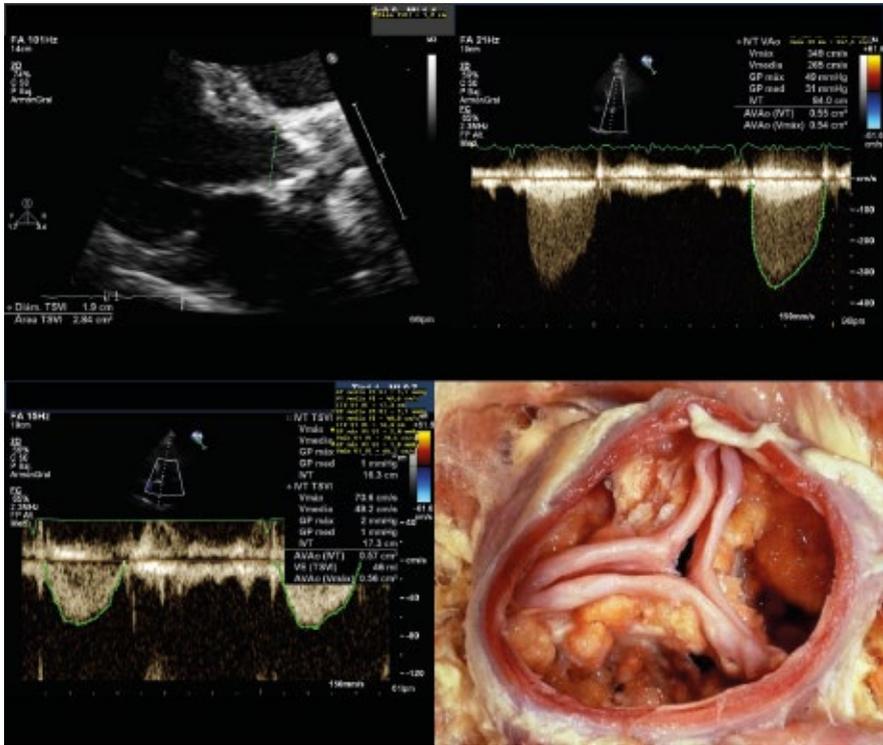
Ecocardiograma de paciente con estenosis aórtica severa de bajo flujo y bajo gradiente (A, B, C) medidas del tracto de salida, Doppler continuo y pulsado para estimar el área valvular aórtica. (D) vista quirúrgica de válvula aórtica calcificada en quirófano.
